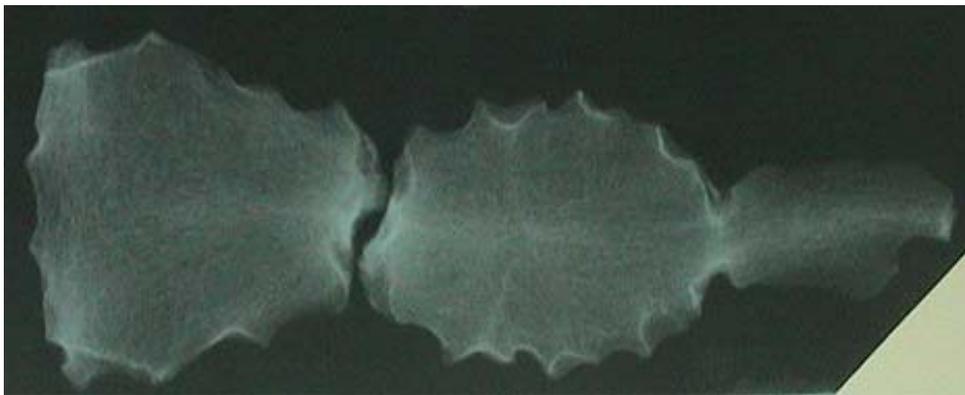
Рентгенограмма грудины. Ложный сустав
